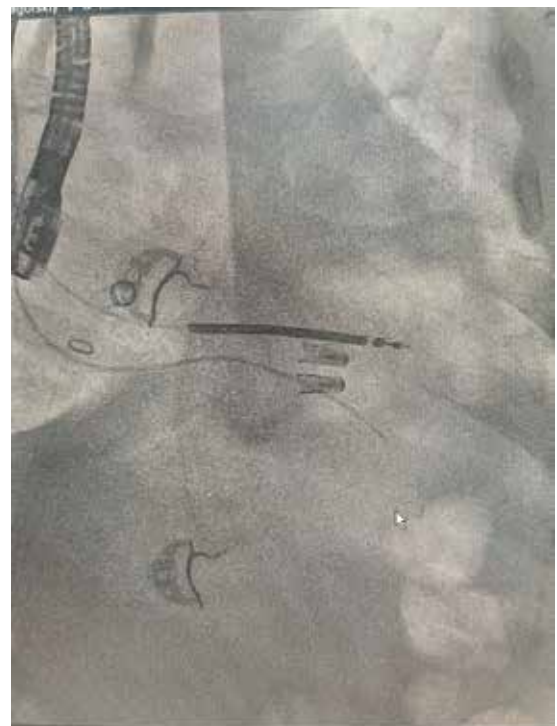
Рентгеновское изображение электродов и системы MitraClip во время операции [составлено авторами]
